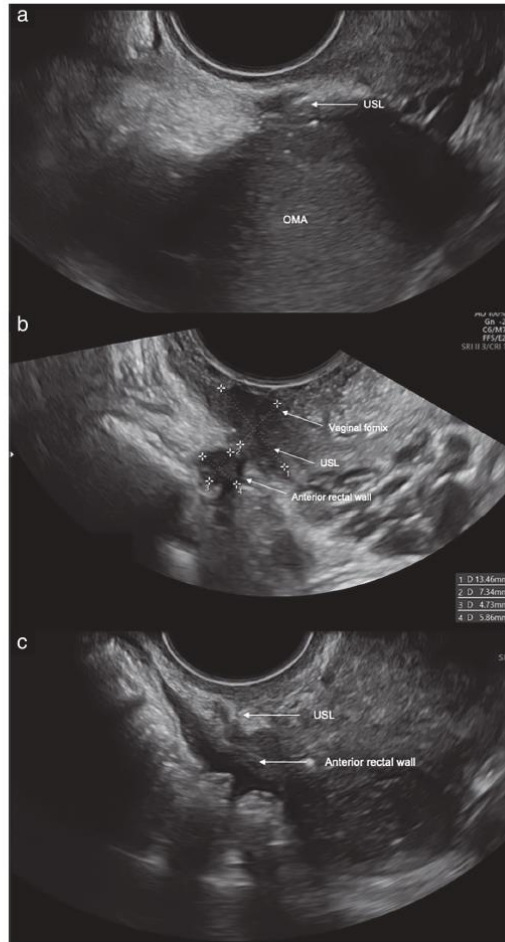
Ultrasound images showing deep endometriosis (DE) involving the uterosacral ligaments (USLs) attached to an ovarian endometrioma (OMA) (a), a Diablo-like nodule (DE involving the posterior vaginal fornix, USLs and anterior rectal wall) (b) and DE involving the USLs, seen as a hypochoic interruption of the hyperechoic semicircumference, associated with a DE nodule involving the rectosigmoid (c).
